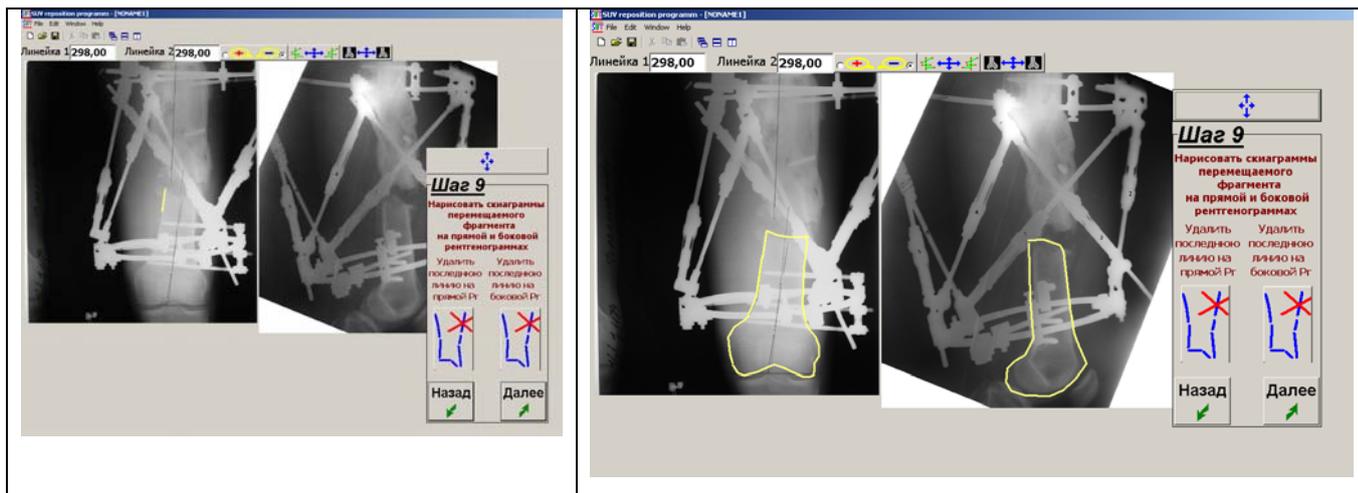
Вид окна программы Орто-СУВ после выполнения Шага 9: а – на прямой рентгенограмме проведена линия; б – перемещаемый фрагмент на прямой и боковой рентгенограммах обведен желтой линией
